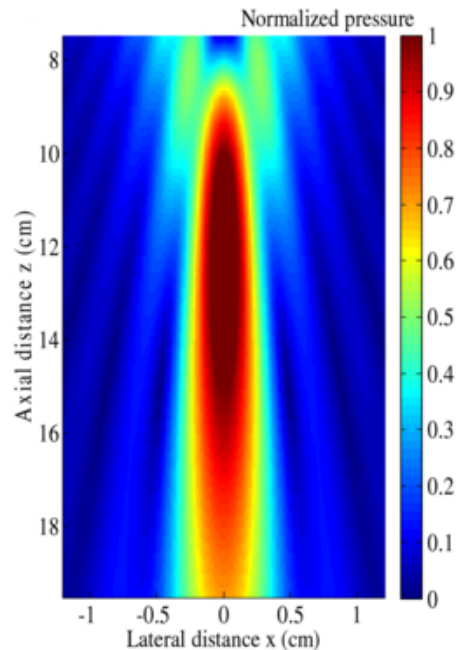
Exemplo do mapeamento de um feixe de ultrassons ao longo do plano vertical. Retirado de Yang et al., 2012.
